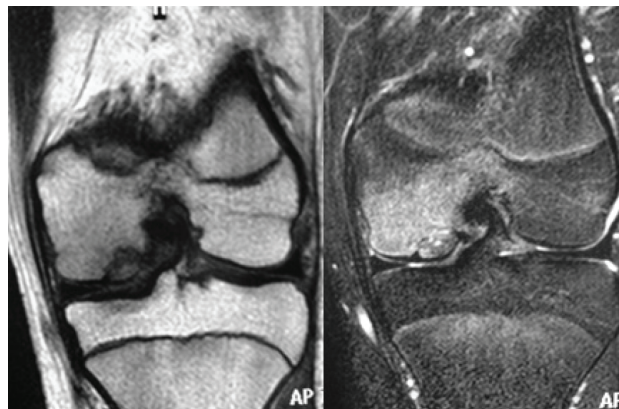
Imagem de ressonância magnética pré-operatória apontando lesão osteocondral na região lateral do côndilo femoral medial, sem presença de penetração de líquido sinovial no leito da lesão, mas com edema na base da lesão, e presença de cistos subcorticais.
